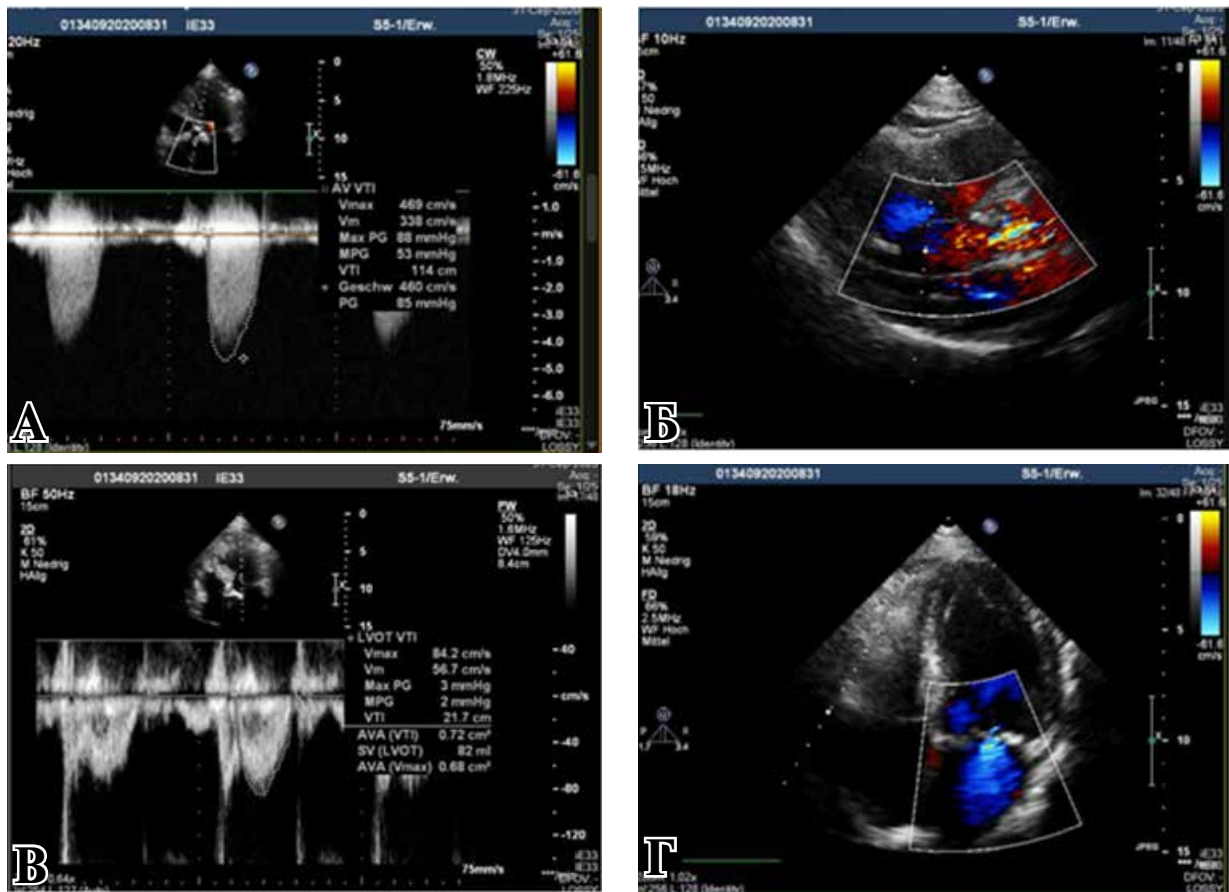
Трансторакальное ЭхоКГ исследование: А, В – гемодинамические показатели (Continuous wave Doppler) аортального клапана: пиковая скорость, средний и максимальный градиенты, VTI на клапане и LVOT; Б, Г – визуализированная недостаточность аортального и митрального клапанов.
